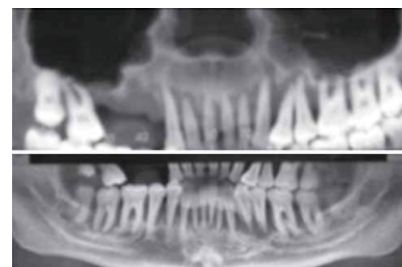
1В. Рентгенографическая картина, отображающая выраженную потерю костной ткани.
